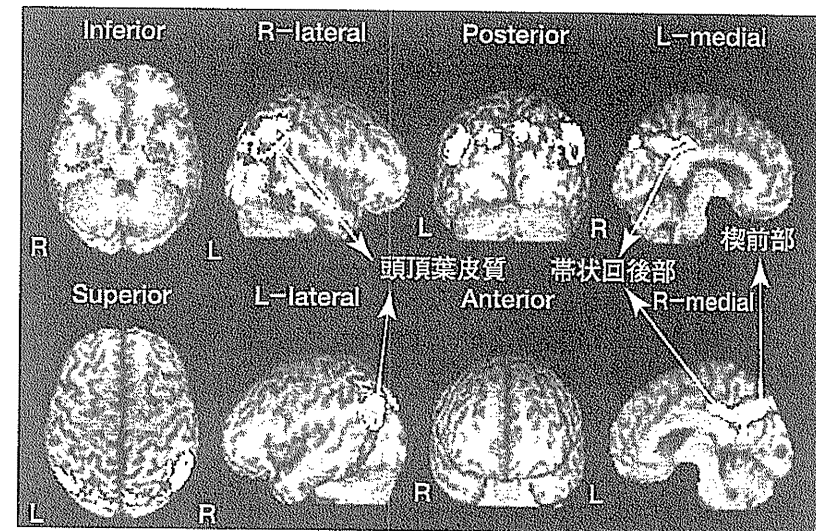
アルツハイマー病の軽度認知障害の時点での脳血流 SPECT<sup>2)</sup>
